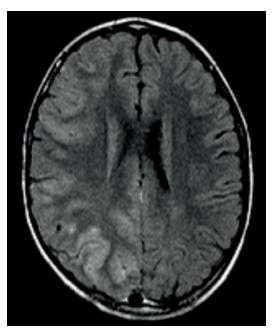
Пациент 2, Владимир С. MPT (A – DWI, Б – FLAIR) инициальная стадия ННЕ, 2-й день после эпилептического статуса. Признаки отека правого полушария: обширные участки гиперинтенсивного сигнала, увеличение объема
